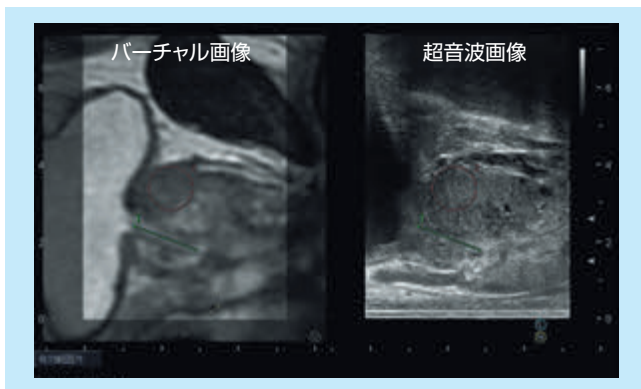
位置合わせ完了後のバーチャル画像と超音波画像
